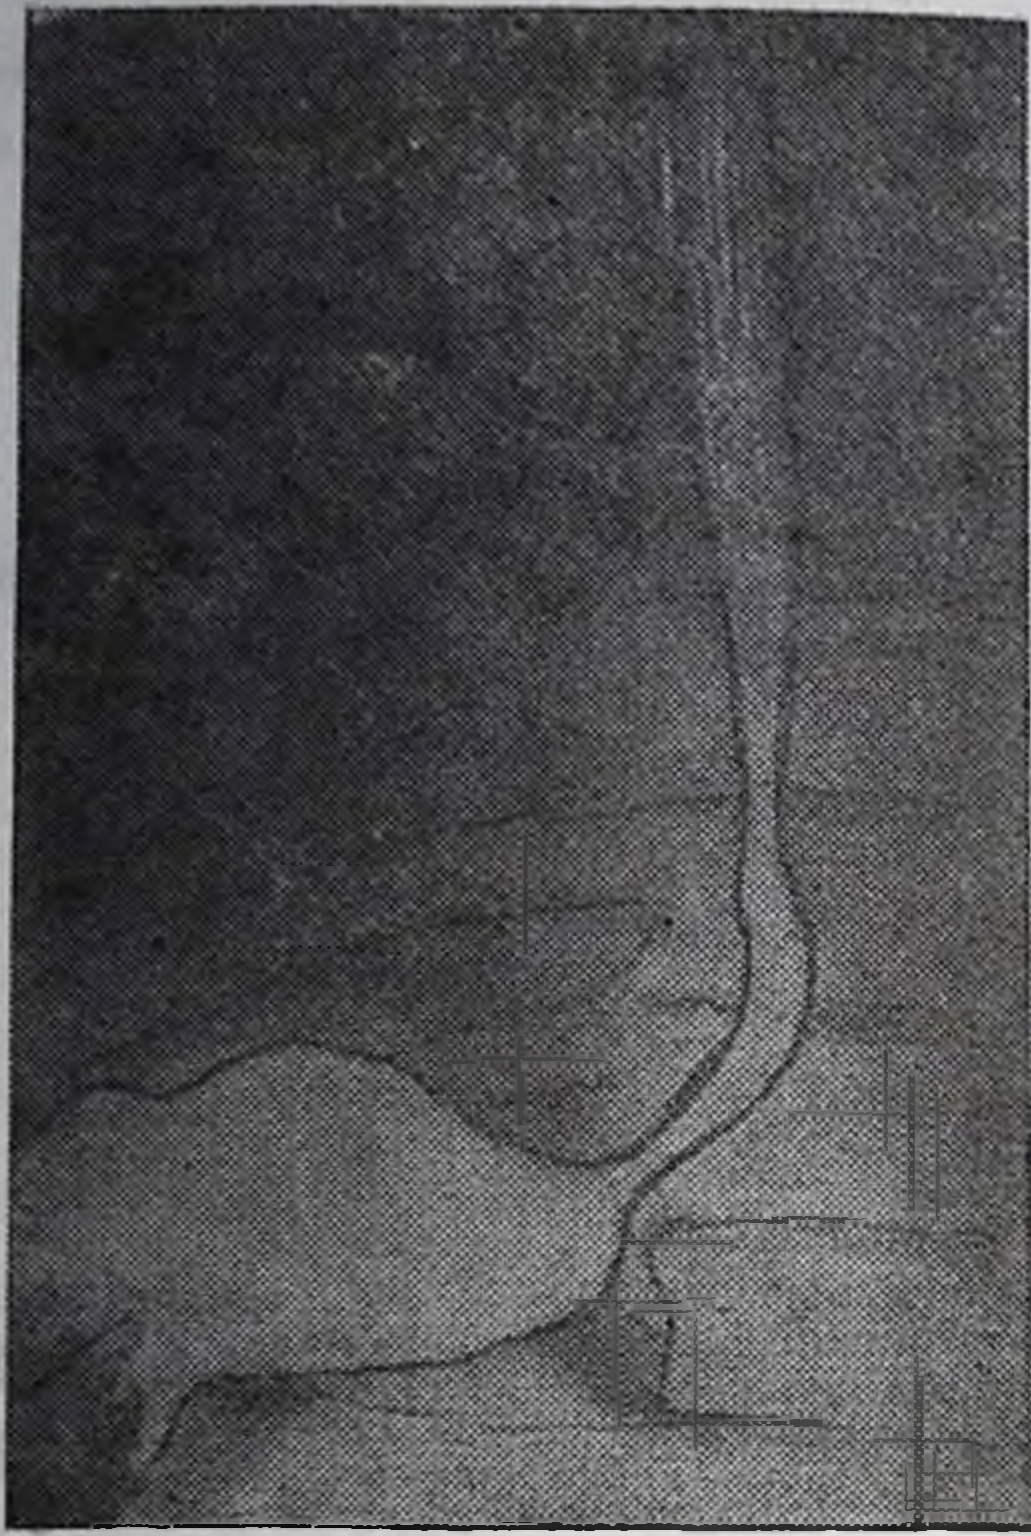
Рентгенограмма пищевода после операции по Ру—Опокину и сепса эндоскопического бужирования. Прходимость восстановлена.
